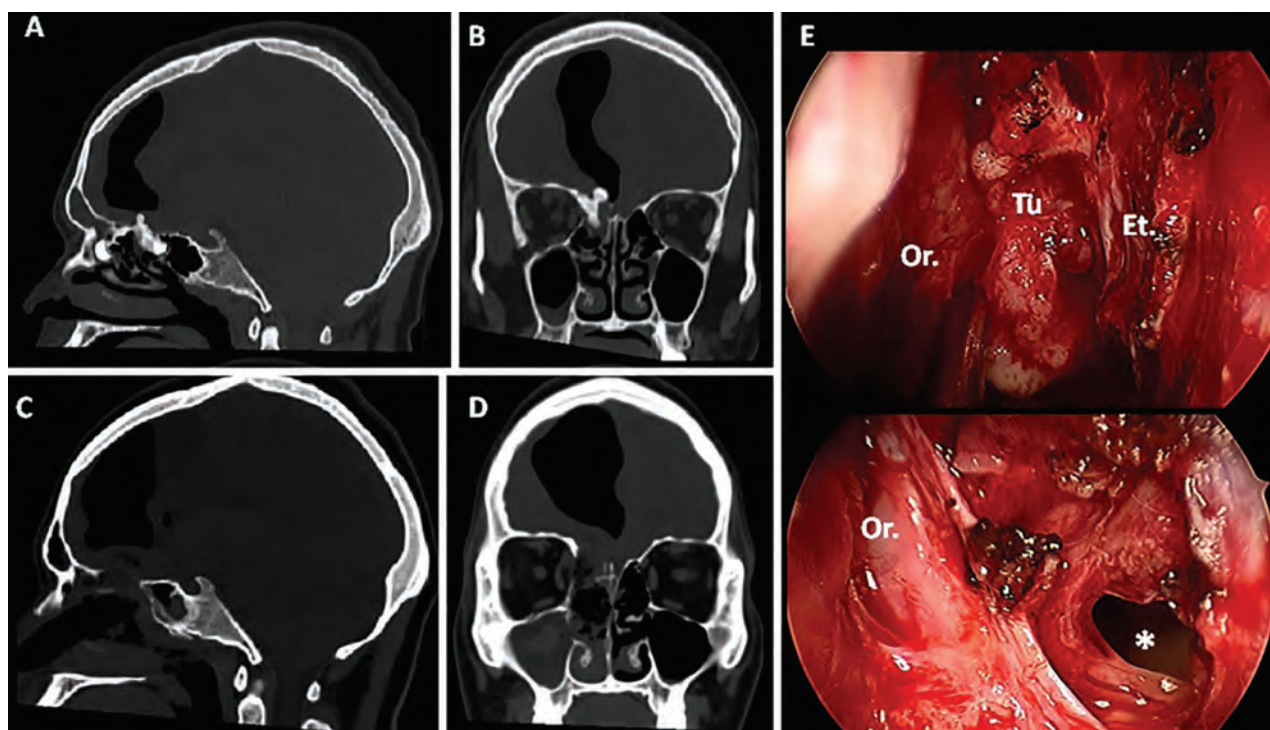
Abordaje Transcriboso. A y B) Muestran las imágenes de TC preoperatorias en las que se evidencia una lesión de densidad prácticamente idéntica al tejido óseo (osteoma etmoidal), asociada a una gran cavidad neumocéfalica. C y D) Imágenes en TC postoperatorias que objetivan la resección tumoral junto con la vertiente derecha de la lámina cribosa del etmoides. E) Imágenes intraoperatorias en las que se observa la formación tumoral (Tu) que impide la visualización directa de la lámina cribosa, la que se extiende desde el cono orbitario (Or.) hasta la lámina perpendicular del etmoides (Et.). En la imagen inferior se observa la exeresis completa de la lesión con el defecto (*) consiguiente que nos conduce al interior de la cavidad neumocéfalica objetivada en los estudios preoperatorios.
